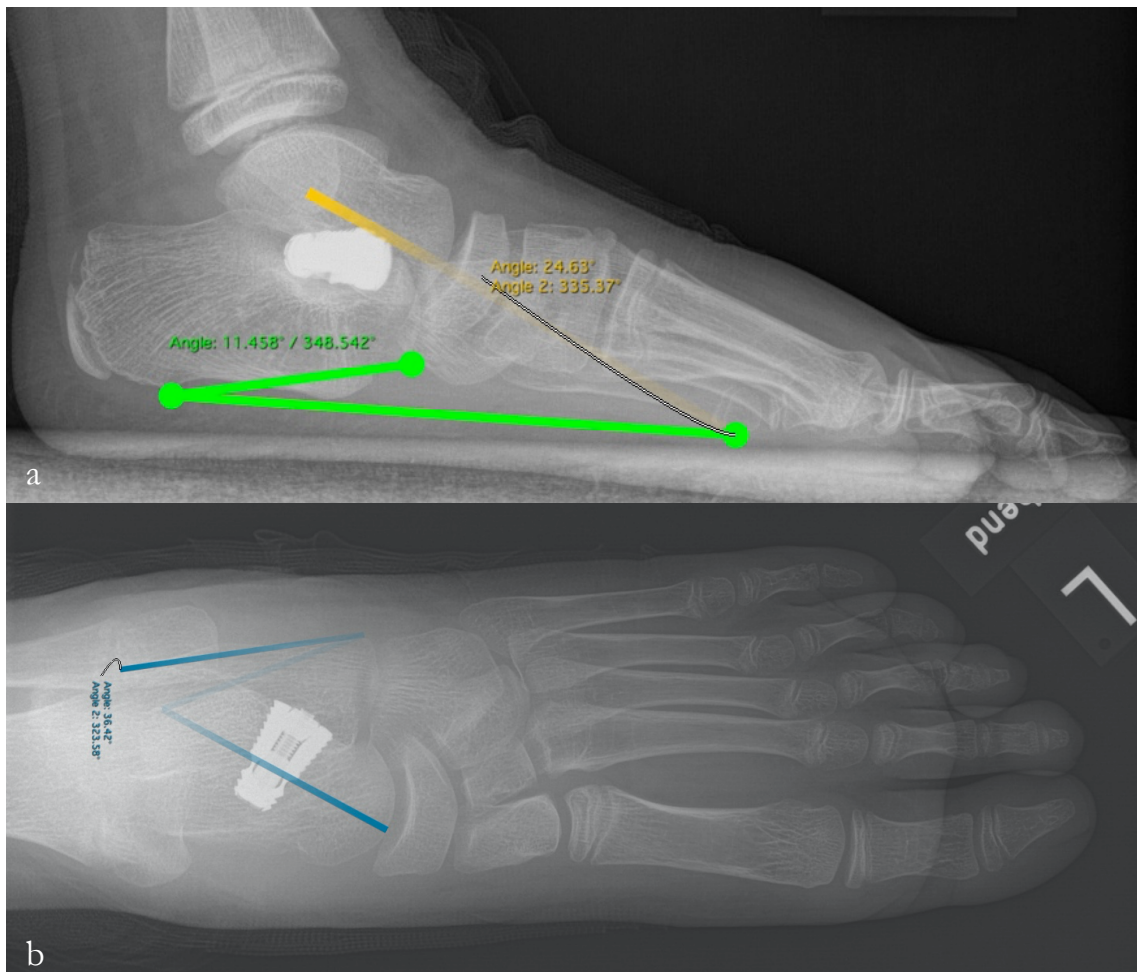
Röntgenbild in 2 Ebenen, postoperativer Befund: lateraler Strahlengang (a) mit Messwert postopCP von 11,5° (postopCP 12,2°) und Messwert postopTD von 24,6° (postopTD 23,0°) und dorsoplantarer Strahlengang (b) mit Messwert postopTC von 36,4° (postopTC 3
